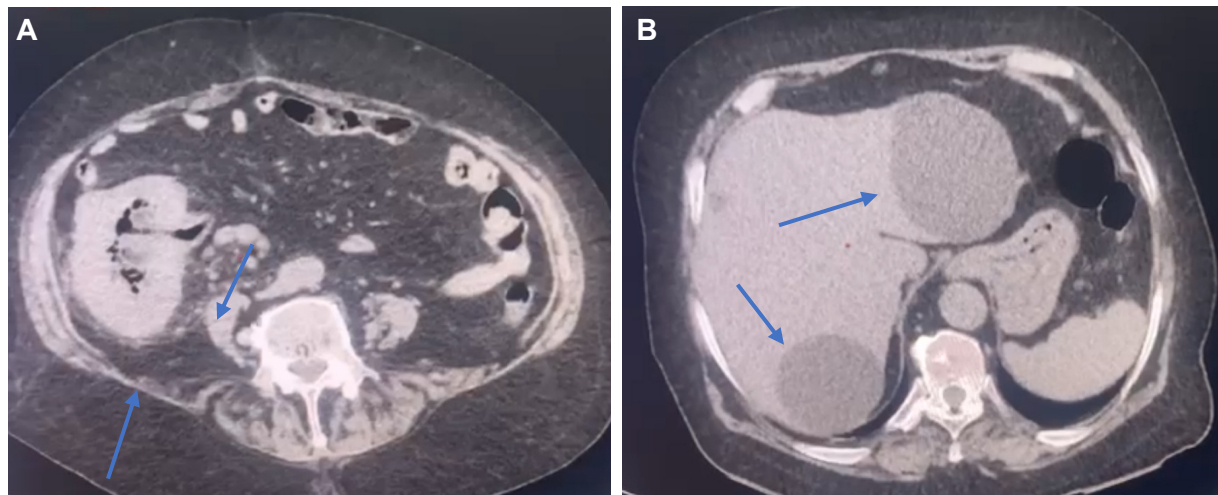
A. Tomografía axial computarizada simple de abdomen en corte axial donde se observan cambios inflamatorios en la pared del ciego, estriación grasa a nivel del apéndice vermiforme y plastrón inflamatorio, además de aumento de volumen de ganglios linfáticos en fosa iliaca derecha. B. Hallazgo incidental de lesiones quísticas en el interior del parénquima hepático, en región en lóbulo derecho e izquierdo del hígado.
